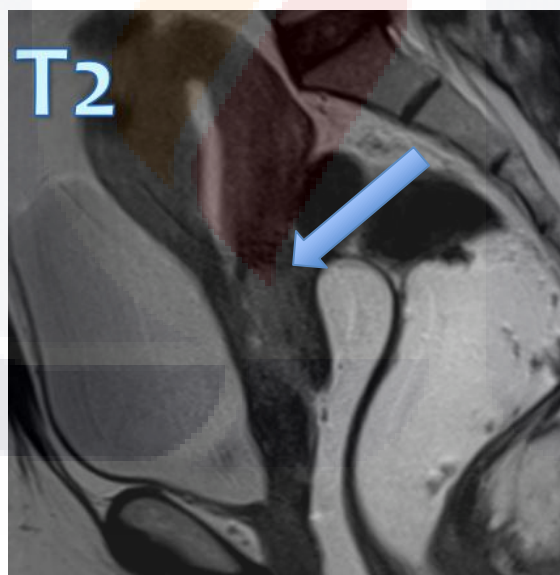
RM secuencia T2 gel vaginal y rectal.
